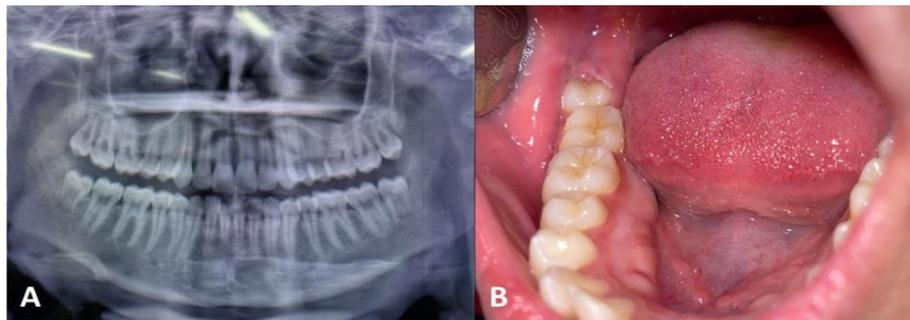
Fotografia Inicial. A- Radiografia panorâmica inicial mostrando todos os dentes, com o elemento 48 ocluindo perfeitamente ao elemento 18. B- Capuz mucoso parcialmente cobrindo o elemento 48.
